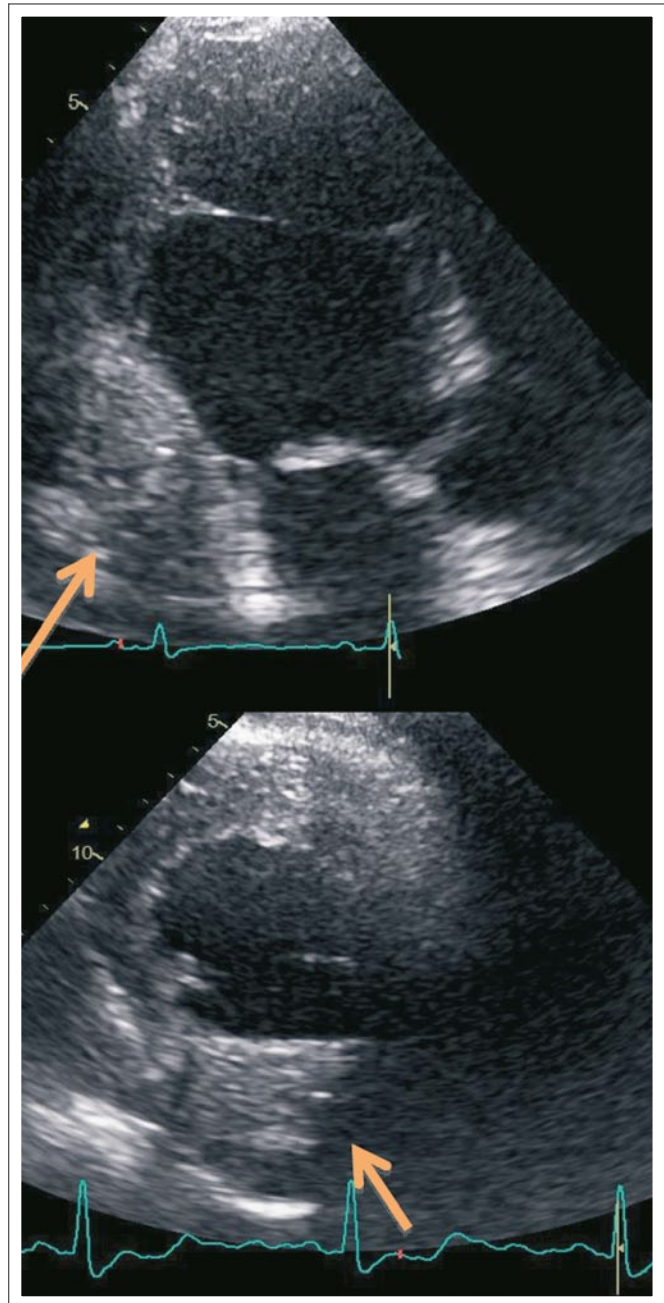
Echokardiographie, Dreikammerblick und parasternale kurze Achse
